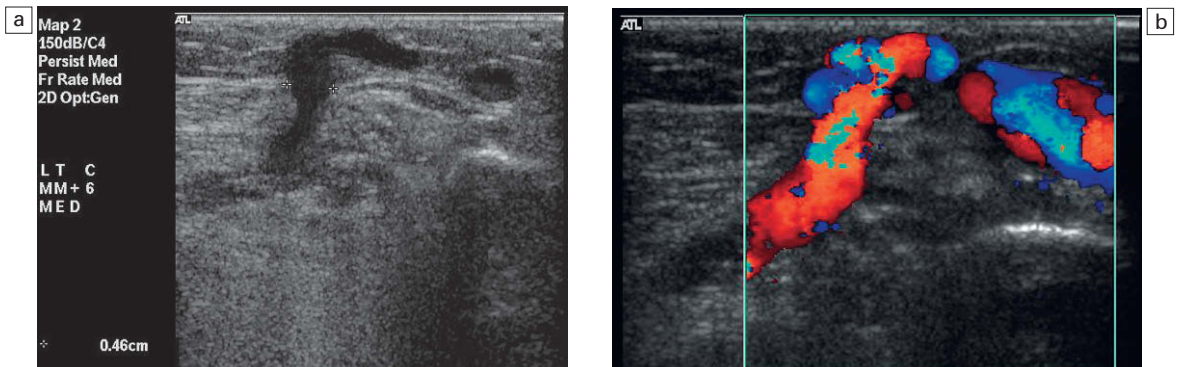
a) Una vena perforante de la pantorrilla incompetente con un diámetro de aproximadamente 5 mm que pasa a través de la fascia superficial; b) el Doppler color muestra la presencia de flujo que pasa de las venas profundas a las superficiales.
